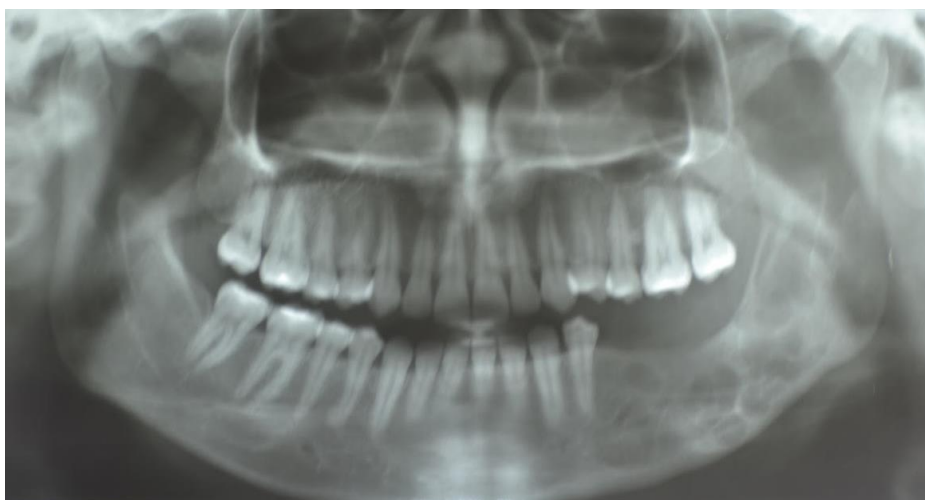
Ortopantomografía 5 años después de la cirugía (año 2018) donde se aprecian múltiples imágenes radiolúcidas en región de cuerpo, ángulo y rama mandibular izquierda sugestivas de recidiva de lesión osteolítica.
